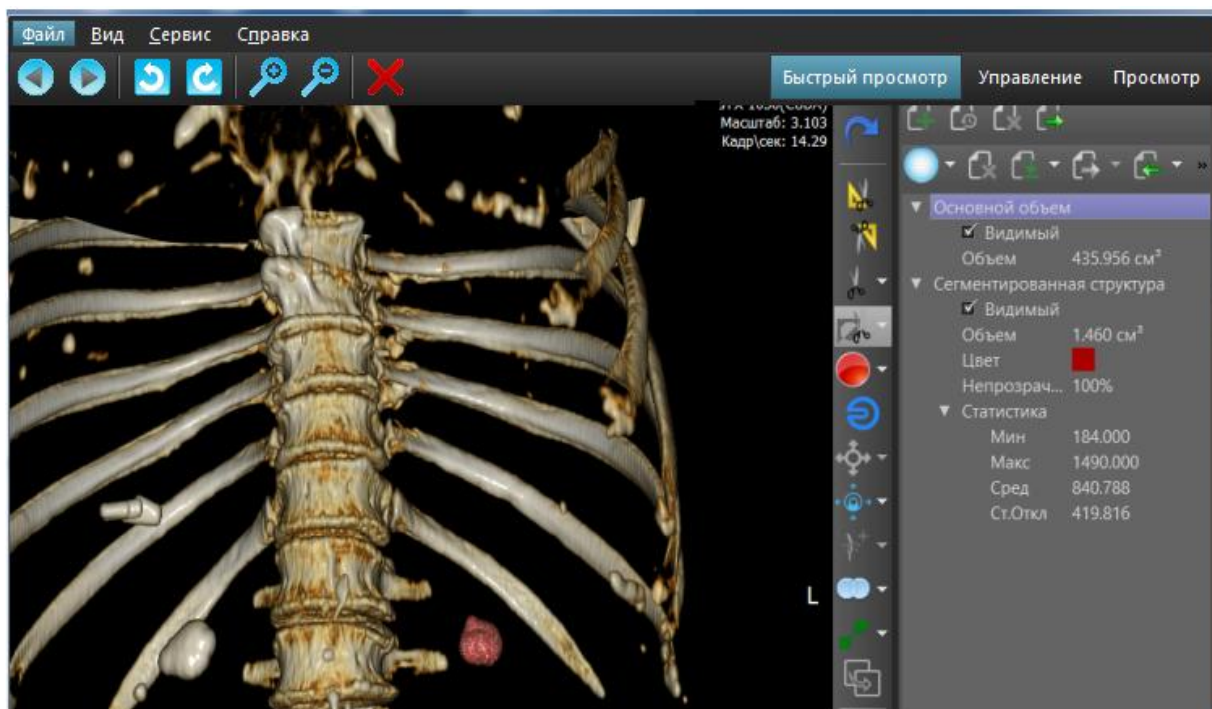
Отображение в системе объёма и рентгенологической плотности камня лоханки левой почки в окне программы ИНОБИТЕК DICOM.
